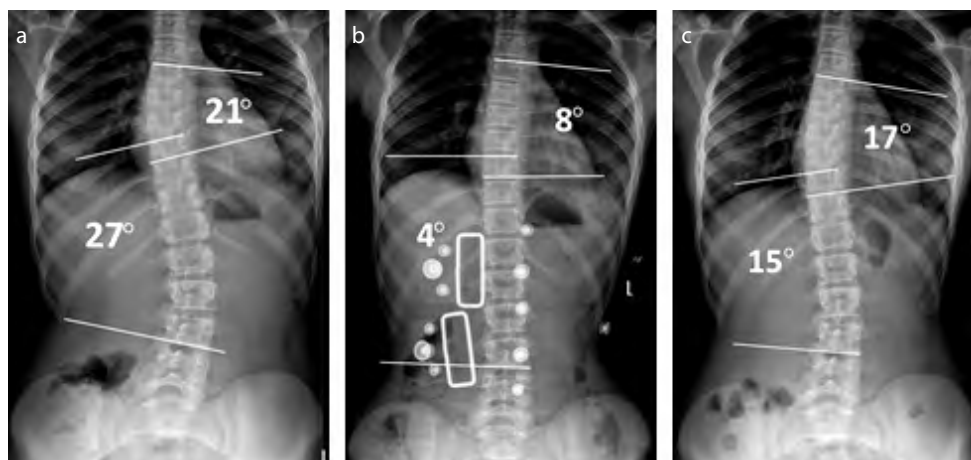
X-rays of spine – AP projection in standing: a – before treatment, b – with brace, c – after 18 months of bracing.
